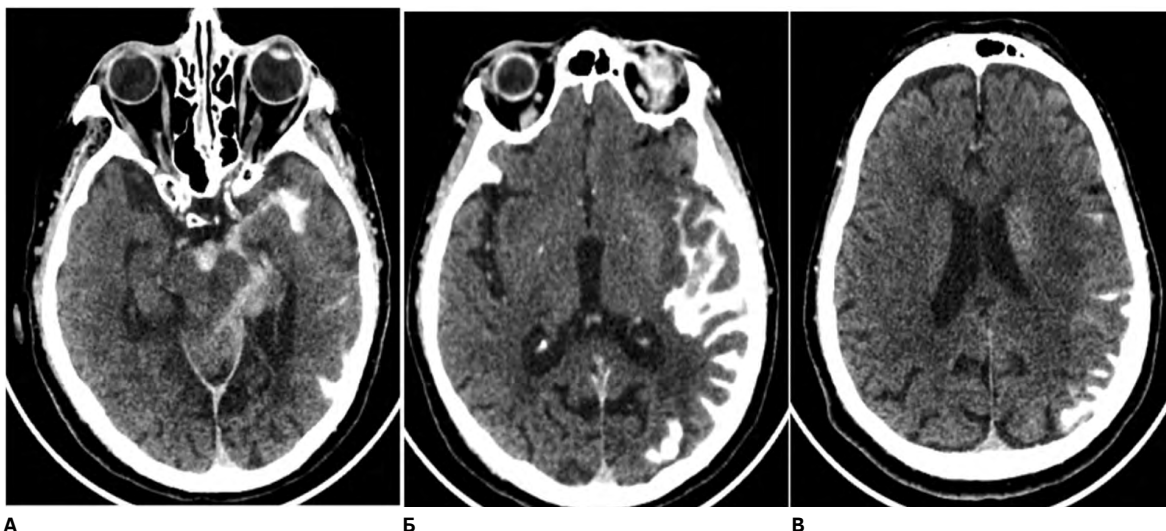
Пациентка Р., МСКТ головного мозга: А – сразу после вмешательства; Б, В – через сутки после вмешательства. Источник: составлено авторами
